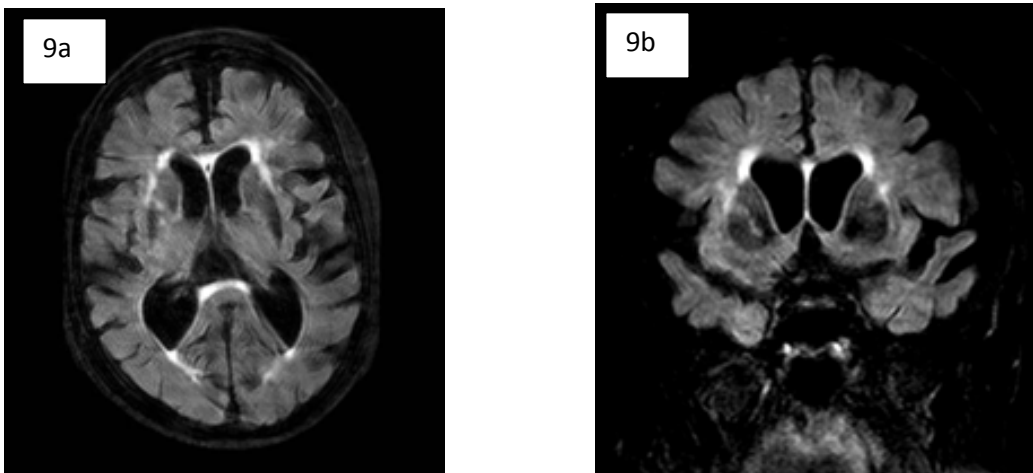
Hiperseñal lateral putaminal en un paciente con FXTAS. Corte axial (9a) y coronal (9b) en secuencia FLAIR, centrados a la altura de los ganglios basales.
